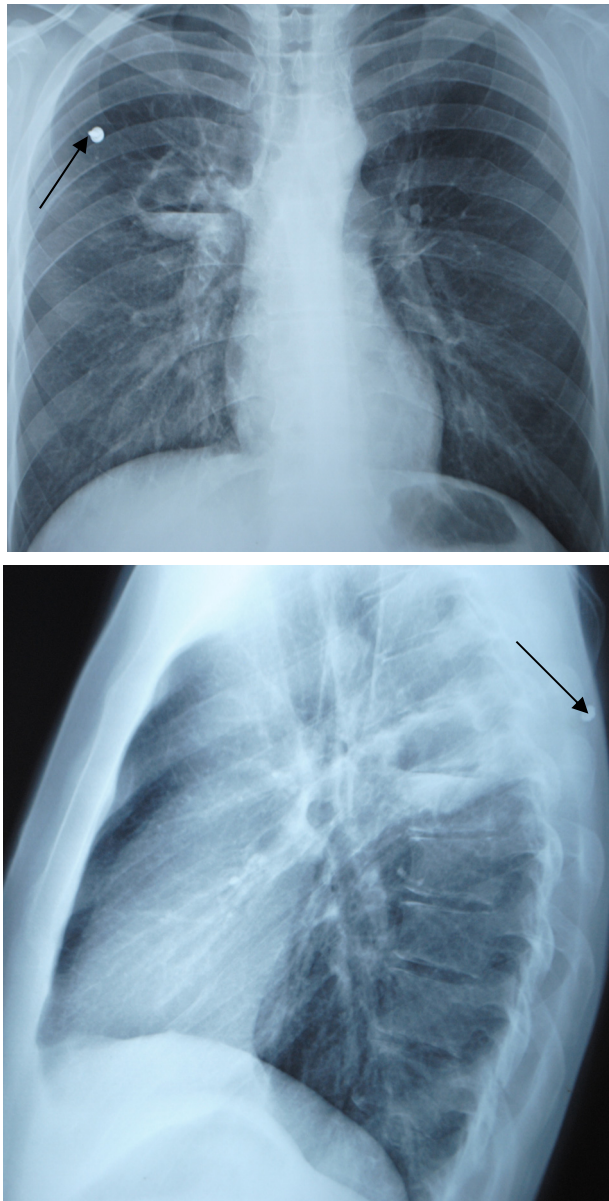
Рентгенограммы грудной клетки в прямой и правой боковой проекциях:
